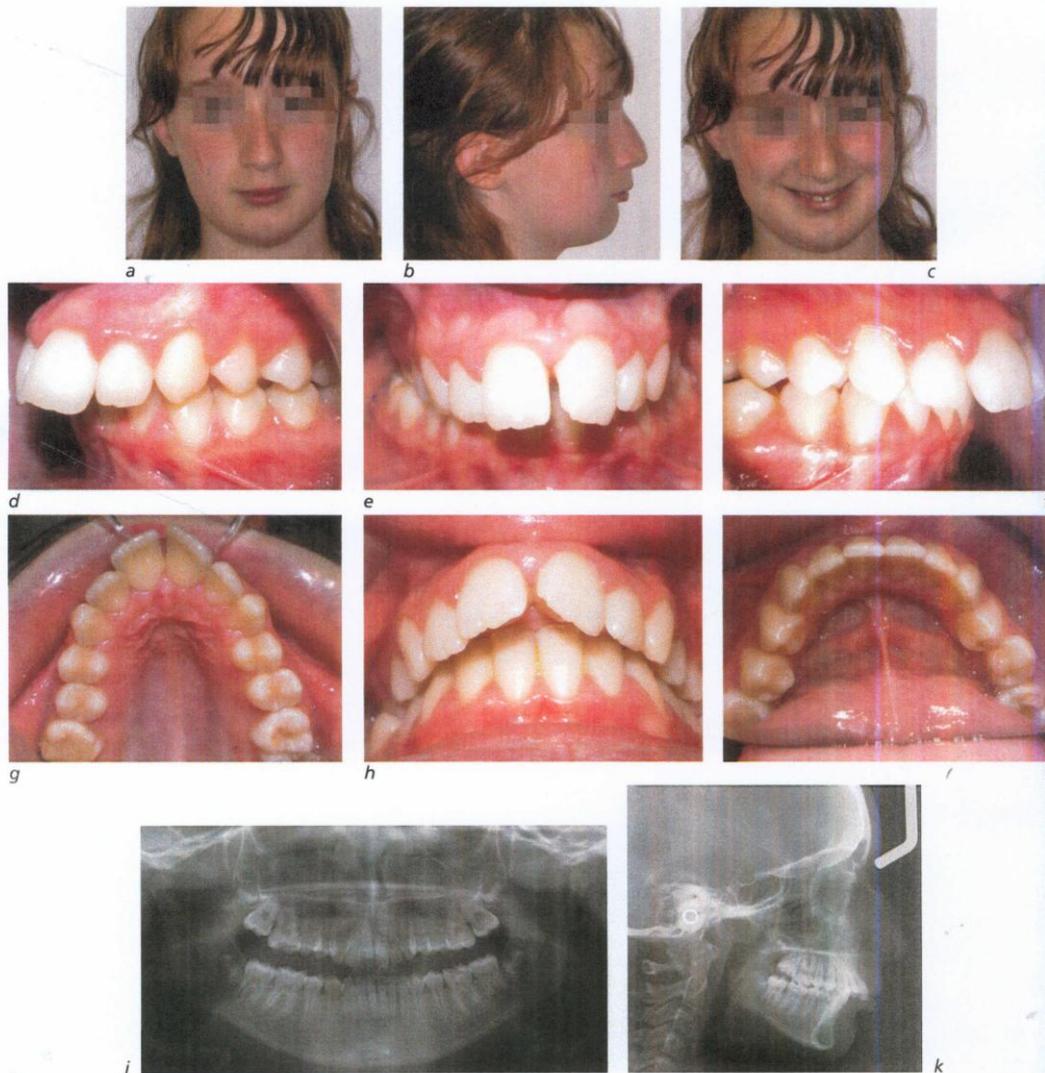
Visage (a, b, c), vues intrabuccales (d, e, f, g, h, i), radiographie panoramique (j) et téléradiographie de profil (k).
